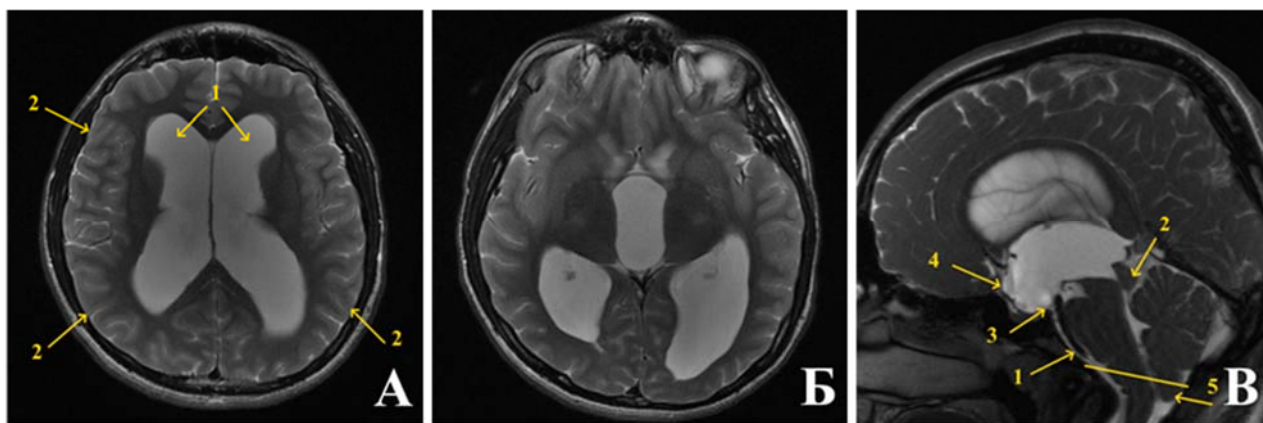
МРТ головного мозга с Г2а перед операцией. А, Б – боковые (1) и III (Б) желудочки мозга расширены, САП-К компримированы (2). В – САП-ЗЧЯ также компримированы (1), ростральные отделы водопровода мозга расширены, пластинка четверохолмия утолщена (2), артефакта от пульсации ликвора по водопроводу не определяется, ПММ с вентральной инвагинацией (3), передний карман III желудочка выбухает вперед (4), миндалины мозжечка опущены в БЗО ниже линии McRae на 7 мм (5)
